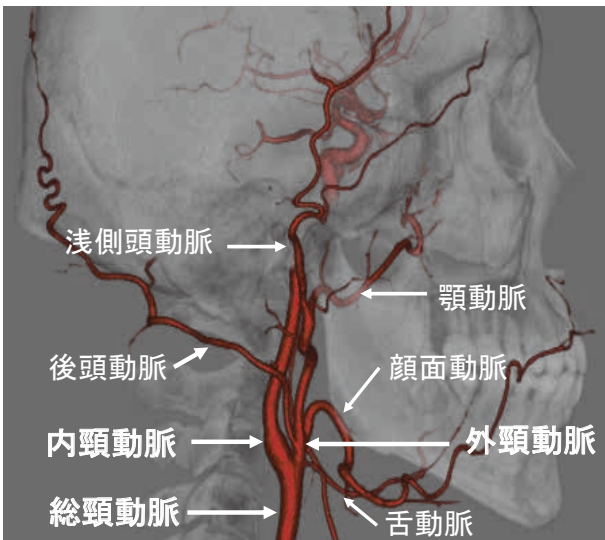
頸動脈の3-dimensional computed tomography angiography
